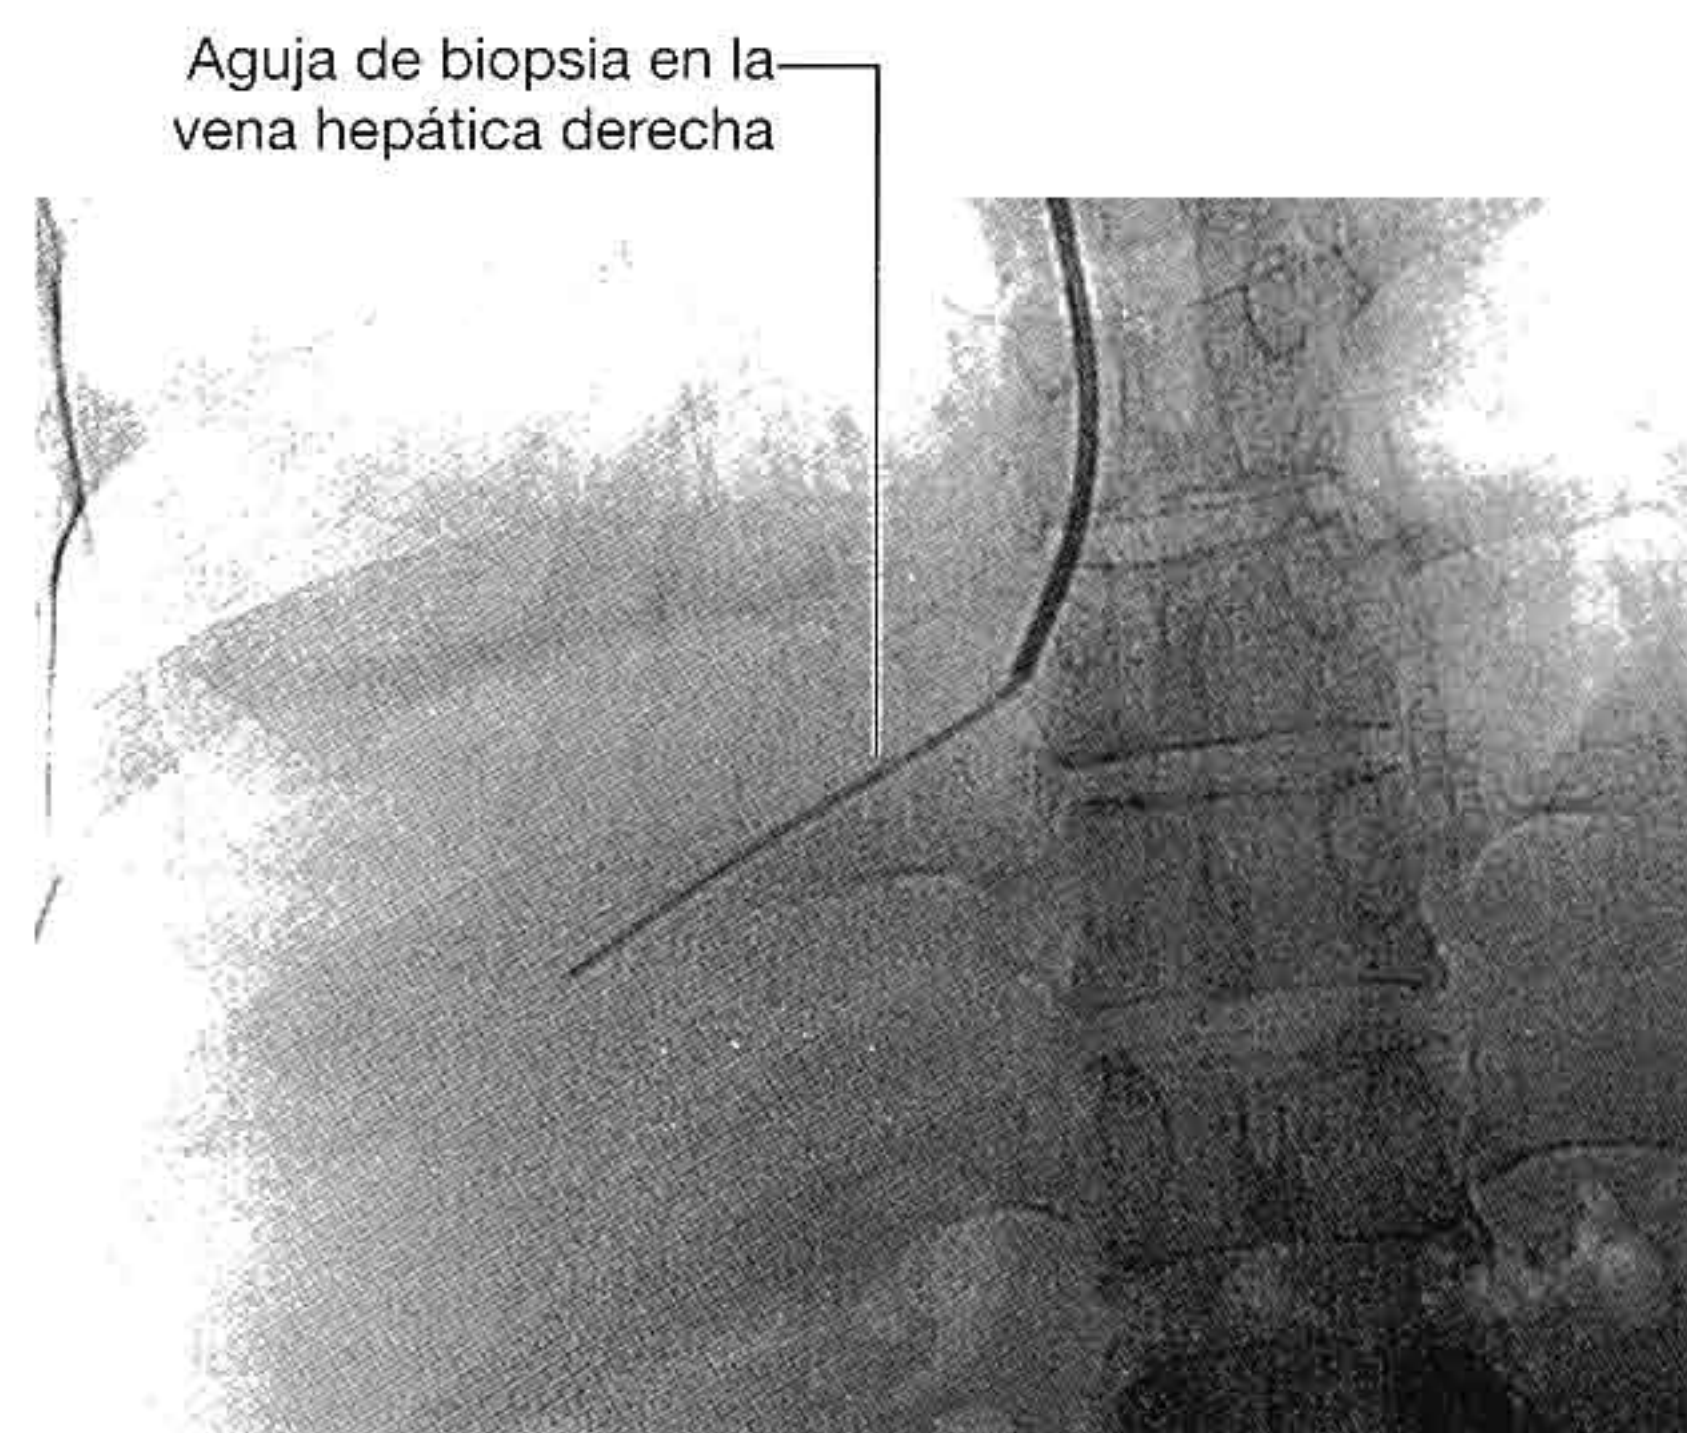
Aguja de biopsia hepática transyugular en la vena hepática derecha. Radiografía.
